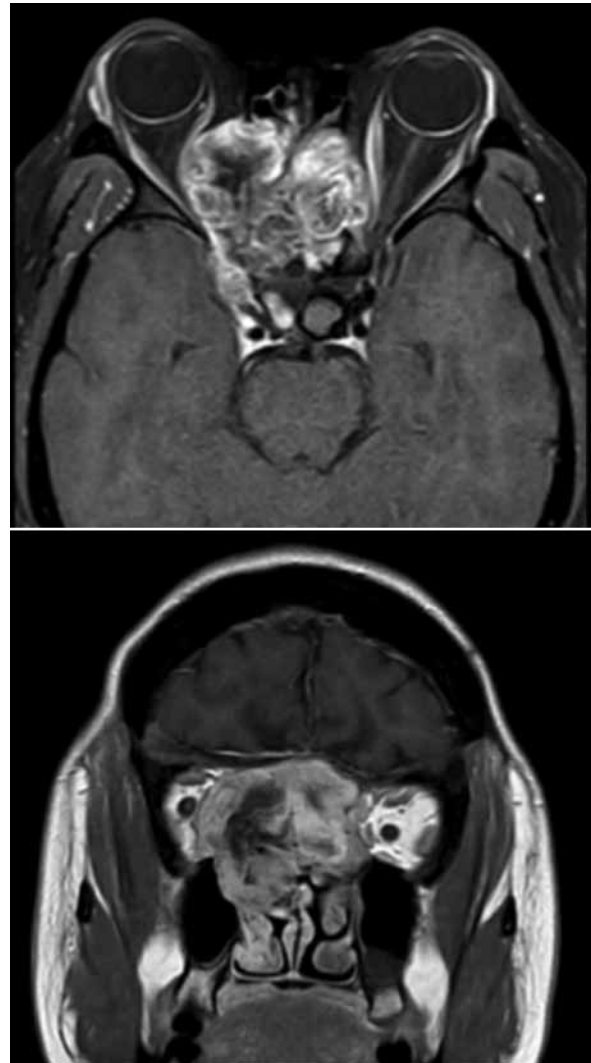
Resonancia contrastada de cráneo en donde se observa lesión infiltrativa con captación heterogénea del contraste y necrosis en su interior que afecta el piso de la base de cráneo anterior.
